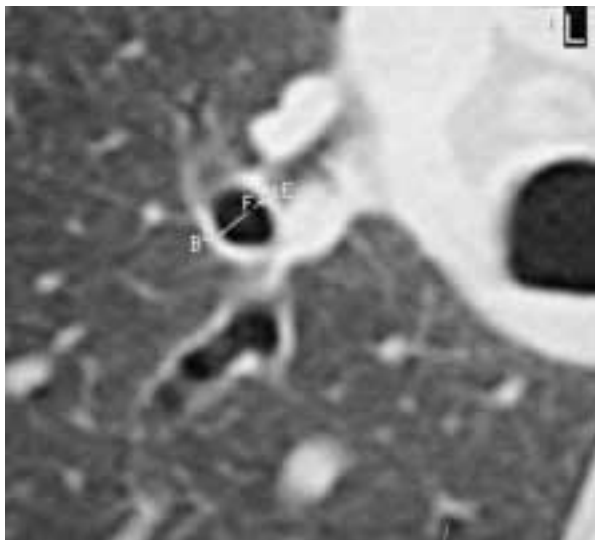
Scansione TC spirale limitata a livello dell'origine del bronco segmentale apicale del lobo superiore destro. Misurazione dei diametri. *TC spiral scan of the apical segmental bronchus of the right upper lobe. Technique for measuring bronchial diameters.*
